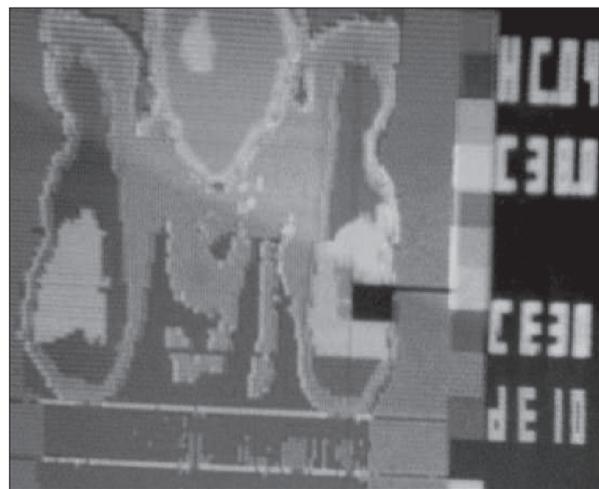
Фотоотпечаток спиральной компьютерной томограммы метастатического поражения большеберцовой кости больного С.
